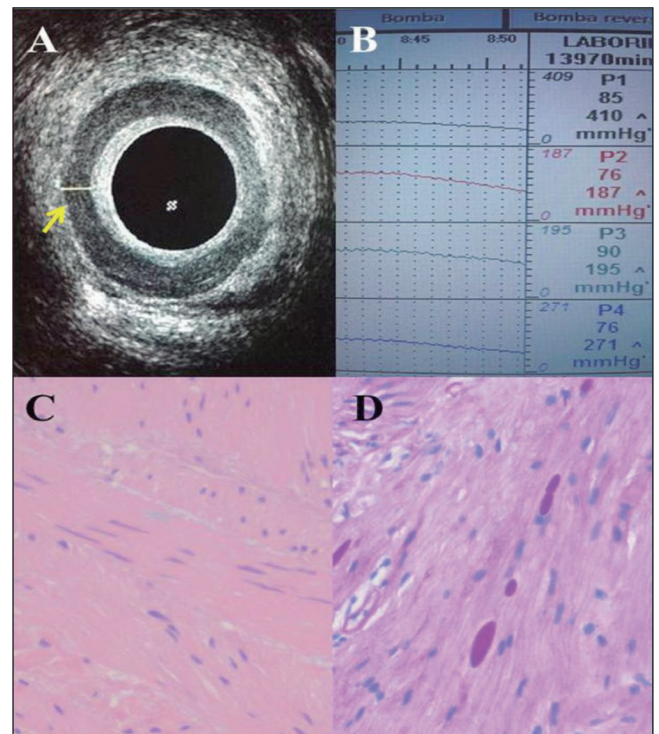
A. Ecografía endoanal: esfínter anal interno hipertrófico (> 4,5 mm) (flecha). B. Manometría anorrectal: presión basal elevada, con relajaciones deficientes del EAI. C. Tinción hematoxilina-eosina: hipertrofia de células de músculo liso. D. Tinción PAS: inclusiones tipo poliglucosanos o cuerpos amiláceos-like PAS positivas.
